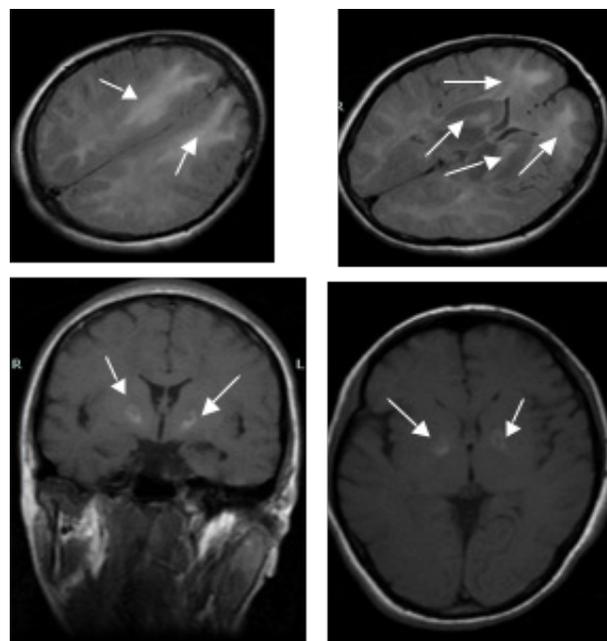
Ressonância de crânio evidenciando lesões difusas da substância branca e globos pálidos.
